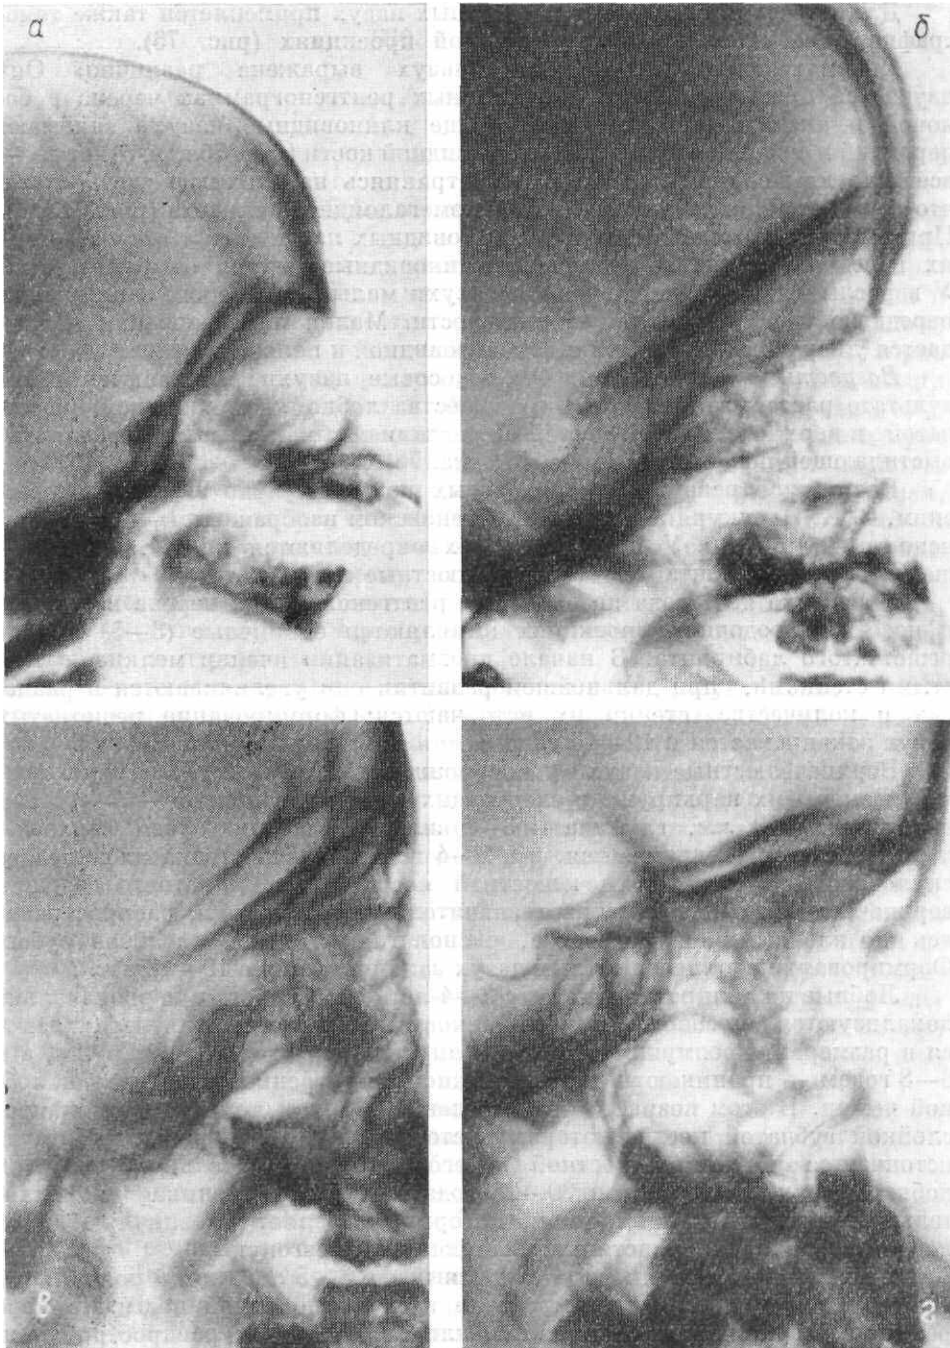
Фрагменты рентгенограмм черепа в боковой проекции. Возрастное развитие турецкого седла и околоносовых пазух: а — 3 дня, б — 2 года, в — 4 года, г — 7 лет
